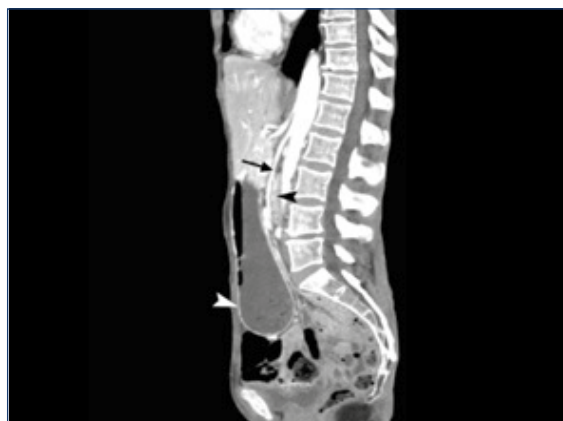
► Sagittal CT-slice showing the third duodenum (black arrowhead) compressed between the aorta and the superior mesenteric artery (arrow). Notice the narrowed aortomesenteric angle and the distended stomach (white arrowhead).
